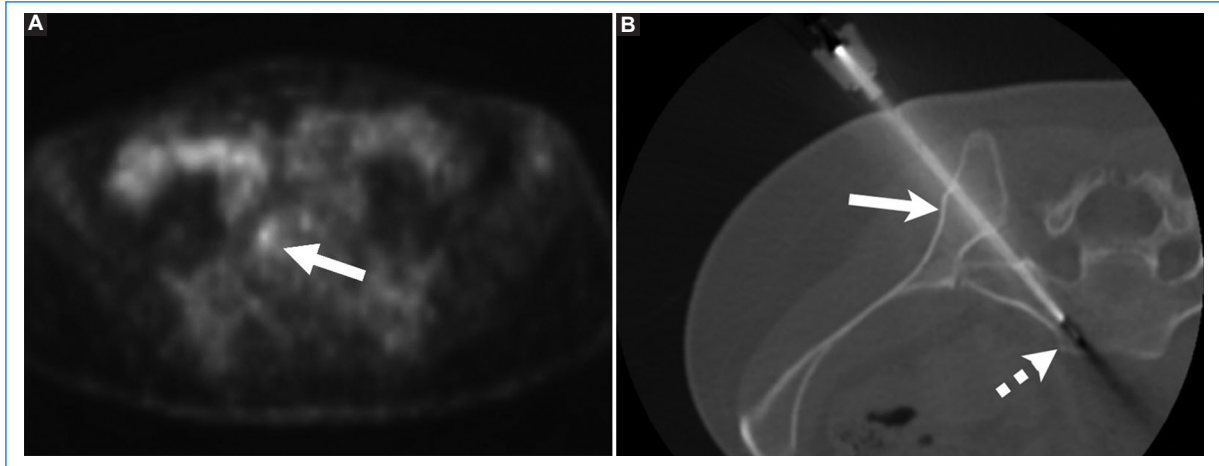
Mujer de 37 años en estadificación por nódulo mamario. (A) Imagen PET con 18F-FDG que muestra región levemente hipermetabólica en el cuerpo de S1 hacia la derecha (flecha). (B) Biopsia bajo tomografía de lesión previamente descrita, transilíaca, con técnica coaxial empleando aguja Jamshidi 11 G (flecha) y Franseen 18 G (flecha rayada). Diagnóstico final: metástasis de carcinoma de origen mamario.
